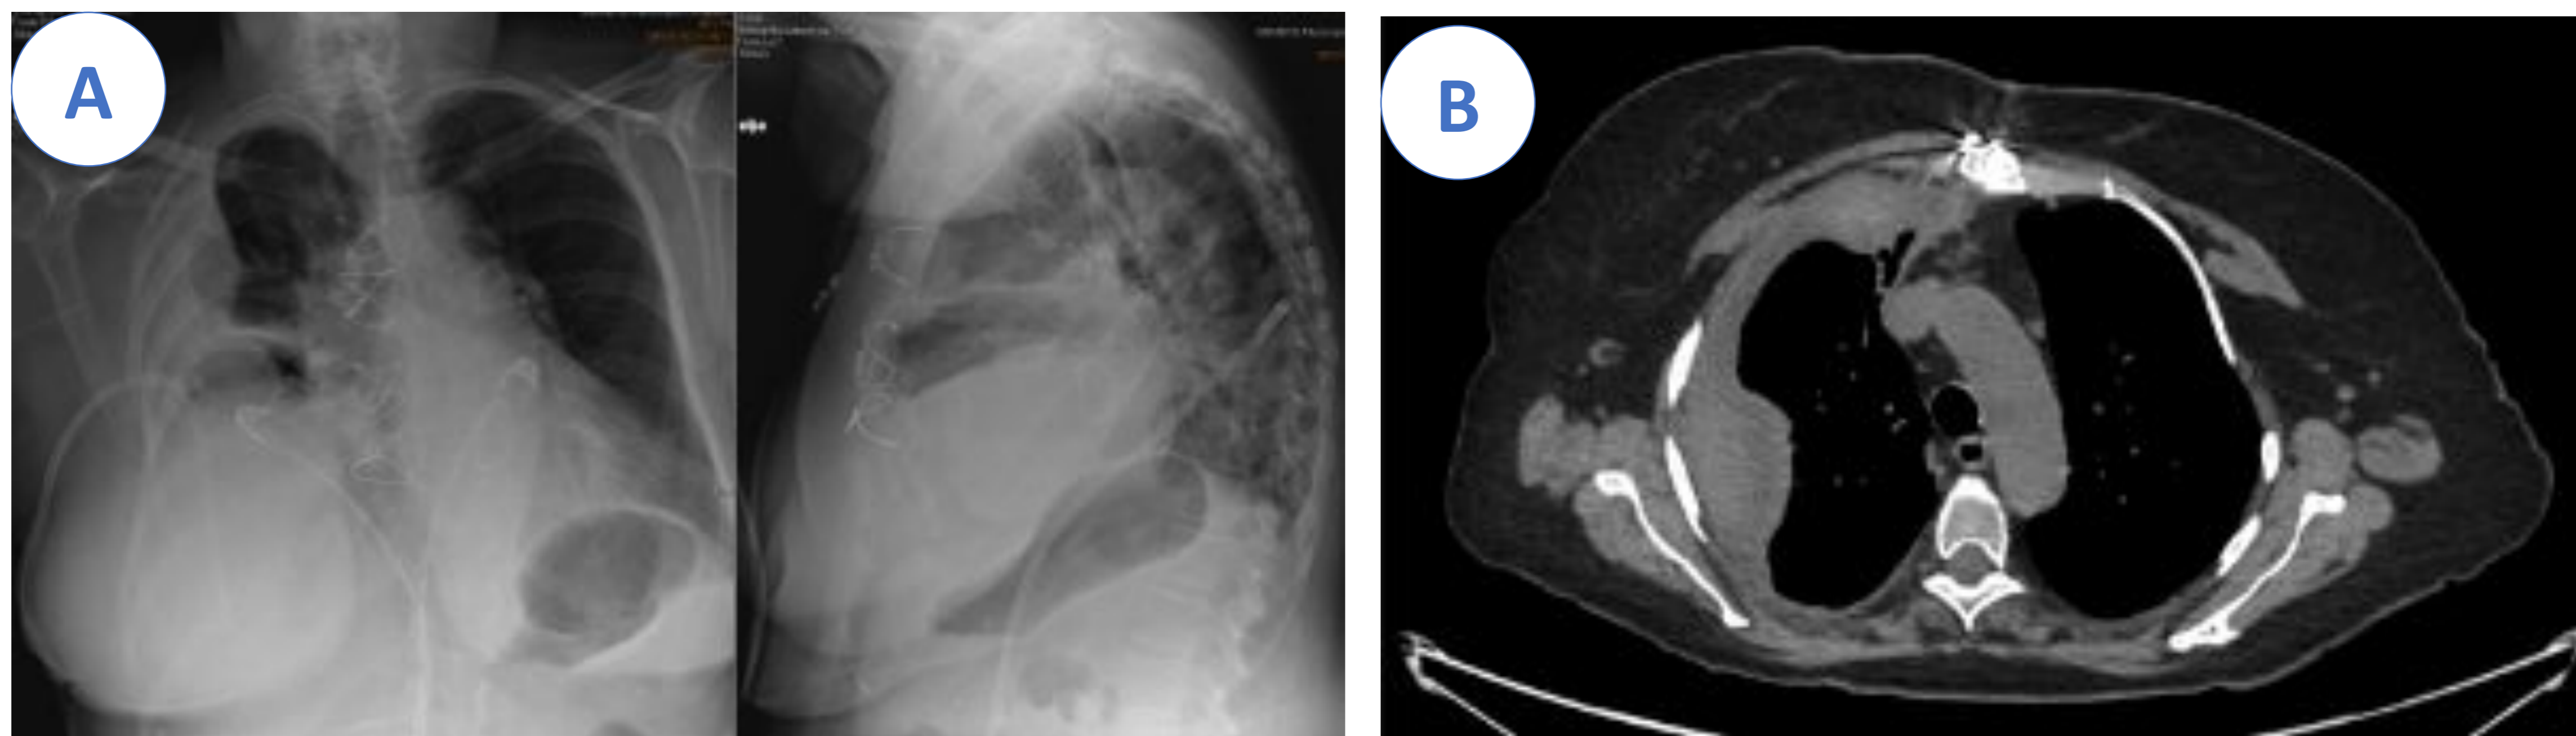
Radiografía del derrame pleural.
